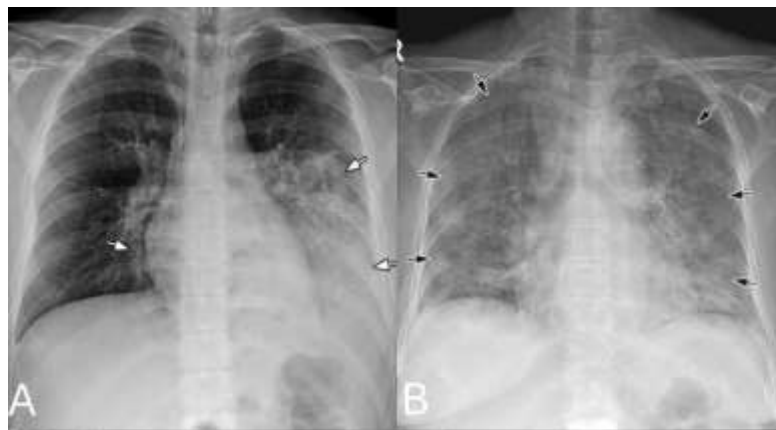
Karakteristik khas pada COVID-19. (Gambar A) Pola interstisial retikuler dengan dominasi perifer (panah), (Gambar B) kekeruhan alveolar perifer bilateral yang bulat dan samar (panah putus-putus), (Gambar C) Opasitas Perifer Bilateral. (Gambar D) Kekeruhan perifer bilateral pada bidang atas, tengah dan bawah (ujung panah), Rontgen dada anteroposterior menunjukkan beberapa area konsolidasi konfluen difus bilateral dengan keterlibatan luas pada kedua paru Chamorro, Tascon, Sanz, Velez, Nacenta, 2021).
